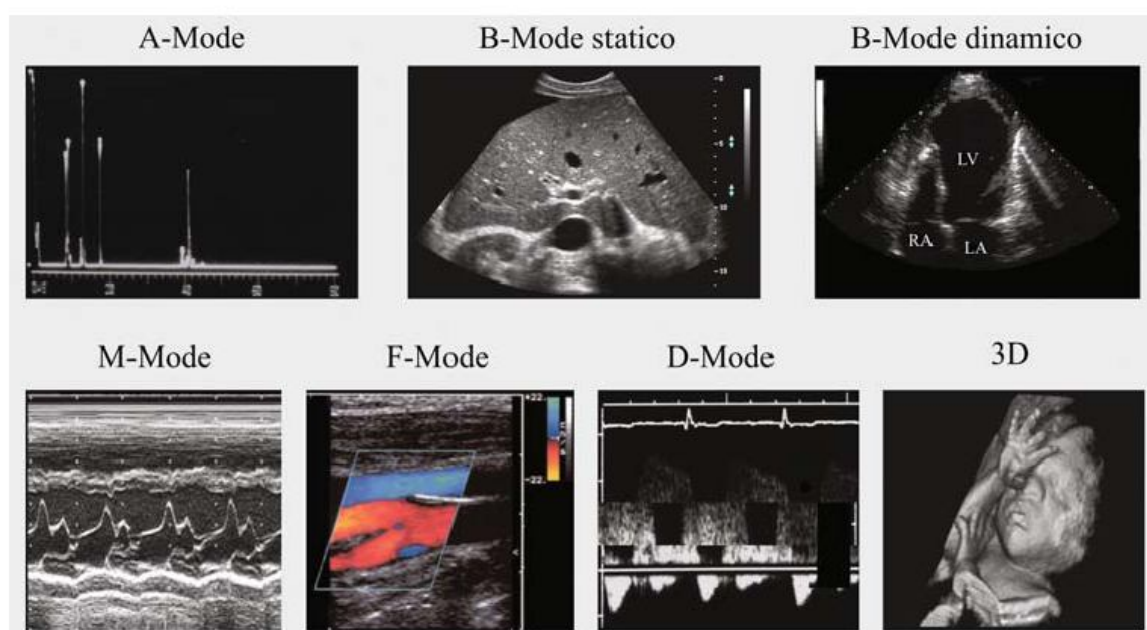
Esempi di rappresentazioni ecografiche (Branca. Fondamenti di Ing.Clinica, 2008).
